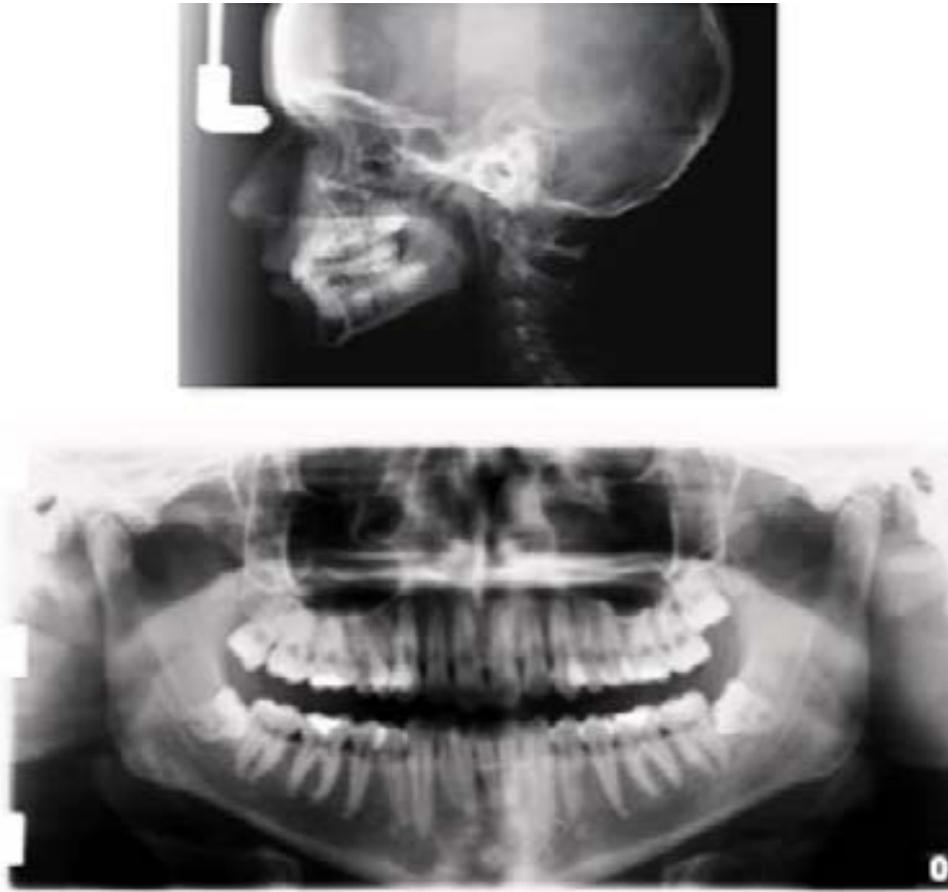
Radiografia panorâmica e cefalométrica capturadas pelo sistema digital Digora
